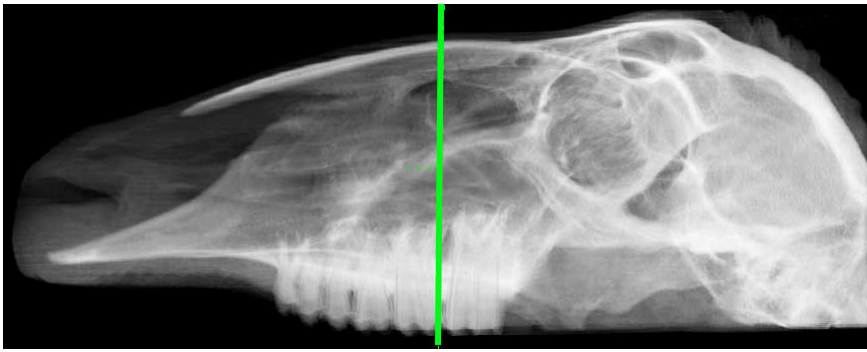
Radiologische Darstellung der Coronarebene 3 des Schafskopfes Nr.5 Merino im CT. Cnm - Concha nasalis media; Cns - Concha nasalis superior; Cnv - Concha nasalis ventralis; Sn - Septum nasi; Sp - Sinus palatinus dexter; Sp' - Sinus palatinus sinister.
